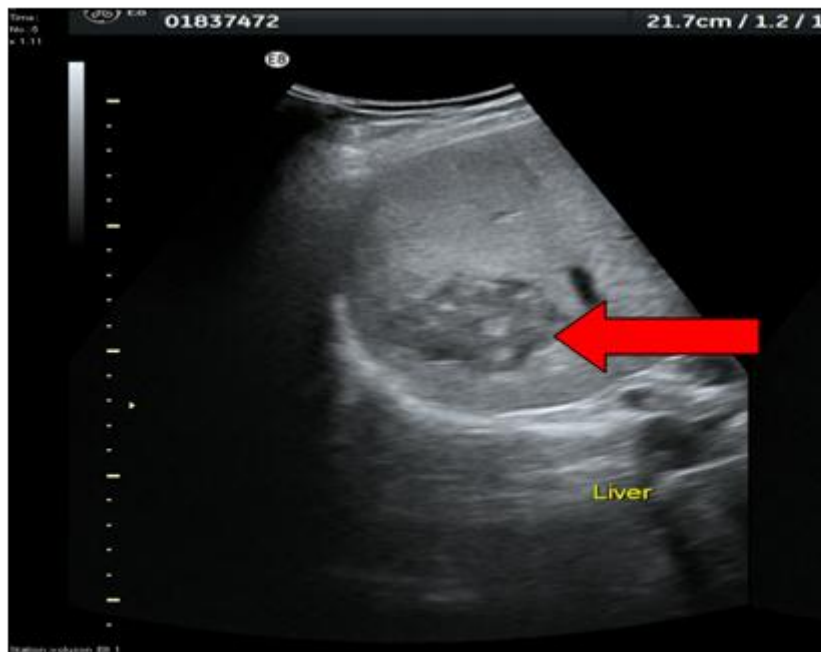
Ultrasonido de abdomen. Muestra imagen nodular compleja en el segmento 7 (Couinaud) del hígado de contornos lobulados.
